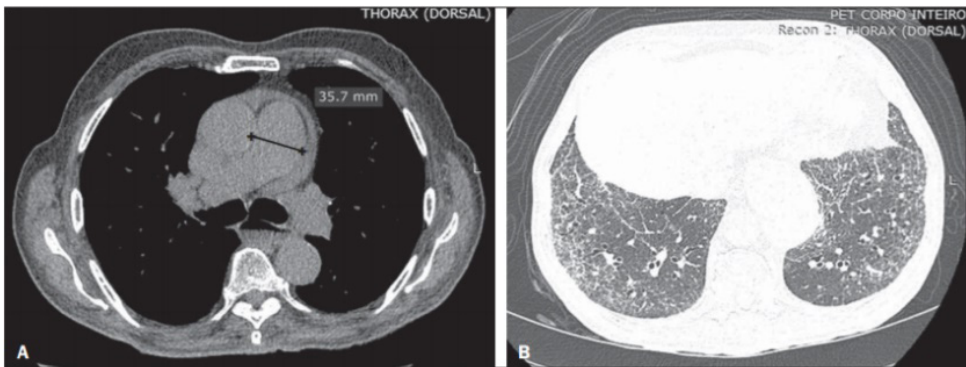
Arquivo de Radiologia Brasileira, Tomography patterns of lung disease in systemic sclerosis, 2016. Mostra TCAR com janela de mediastino que evidencia um aumento calibre do tronco arterial pulmonar (35,7 mm) e dilatação esofágica com nível líquido no seu interior.
